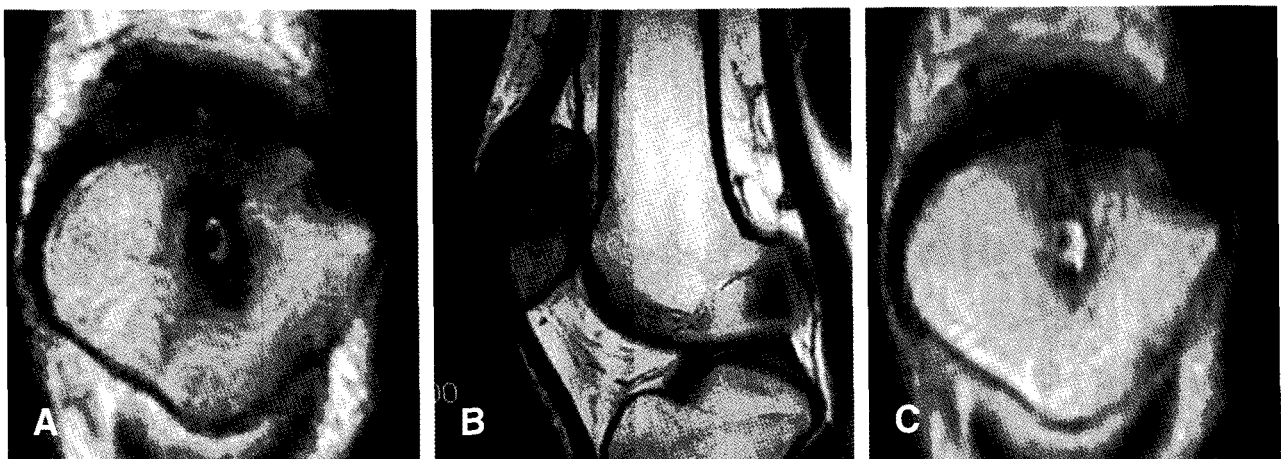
(A) The coronal view of the patella on a T1-weighted image shows the penumbra sign (a transitional zone with relatively high signal intensity between abscess and sclerotic bone marrow). (B) The sagittal T1-weighted image shows an area of a low signal intensity with sclerotic rim in the patella. (C) In the coronal T-2 weighted image, the lesion shows a high signal intensity in the marrow of the patella.
